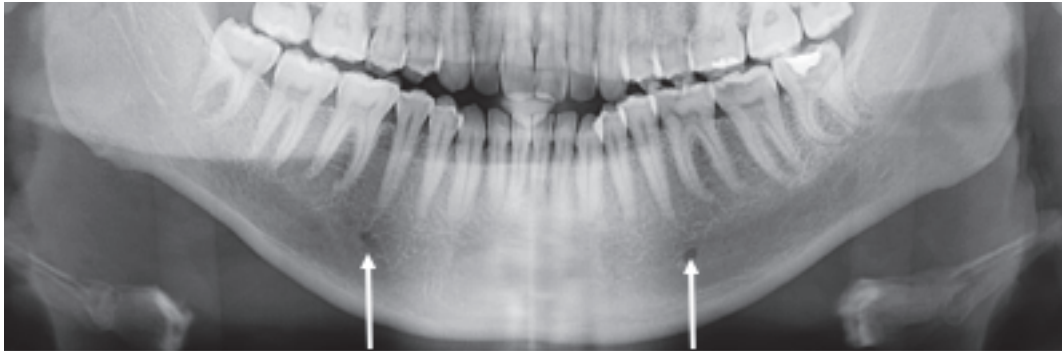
Radiographie du canal dentaire inférieur et du foramen mentonnier
